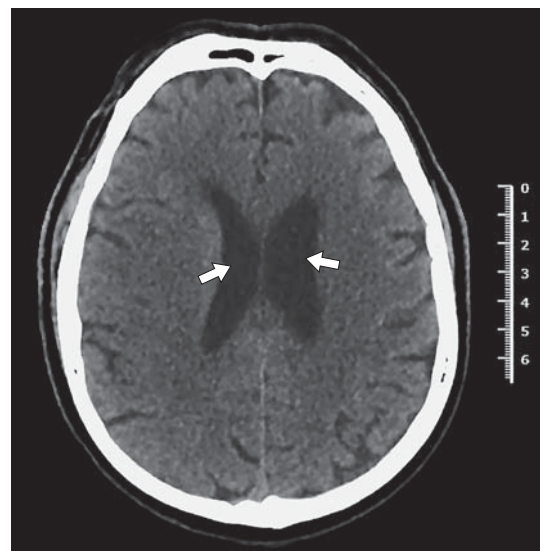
МСКТ-картина наружной заместительной гидроцефалии (стрелками указано расширение боковых желудочков мозга).
